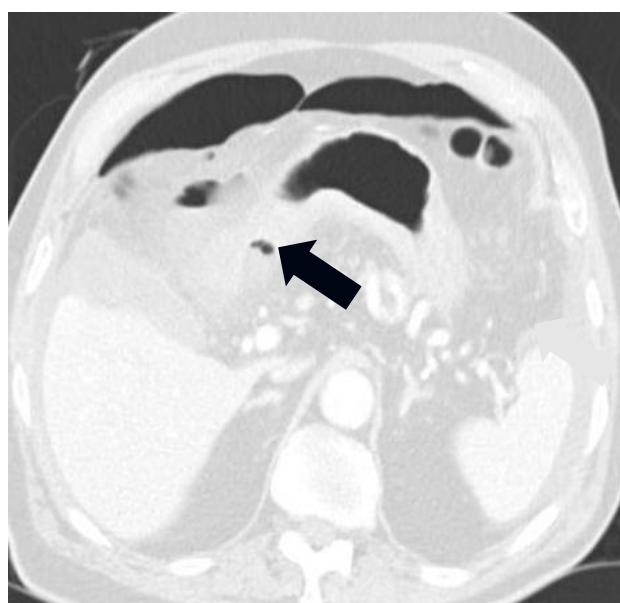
Úlcera perforada. Tomografía computada de un paciente con dolor intenso en epigastrio se evidencia a) corte axial donde se observa líquido libre perihepático y periesplénico y líquido rodeando el antro gástrico. Se observa una burbuja de aire (flecha) adyacente al mismo por fuera de la luz. b) corte axial con ventana de pulmón donde se demuestra mejor la presencia del aire fuera de la luz gástrica (flecha)
